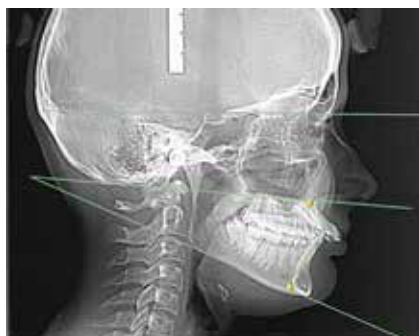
Фото расшифровки телерентгенограммы пациентки Г.А., 18 лет, диагноз: дистальный прикус (у пациентки по данным расшифровки ТРГ наблюдается протрузия верхних центральных резцов — на  $18^\circ$  и протрузии нижних резцов — на  $6^\circ$ )
